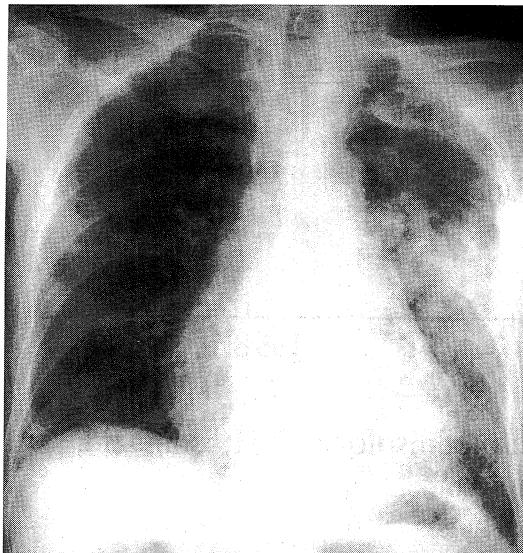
Chest X-ray on admission (1997. 6. 3) revealed consolidation in the left middle lung field.
